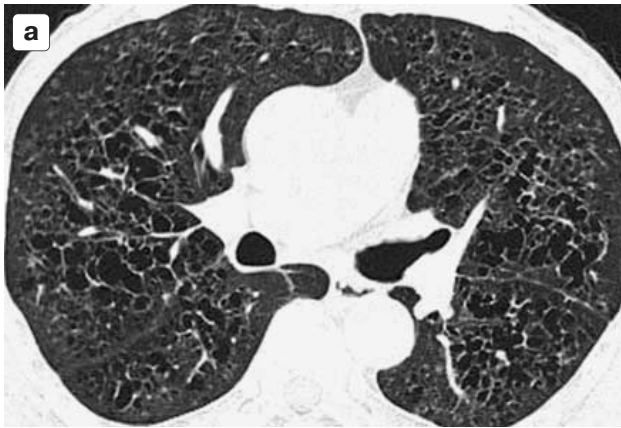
Мультиспиральная компьютерная томография высокого разрешения у пациента с гистиоцитозом Х. а – аксиальная проекция; б – фронтальная реформация; в – сагиттальная реформация. Качество изображения сопоставимо во всех проекциях.
